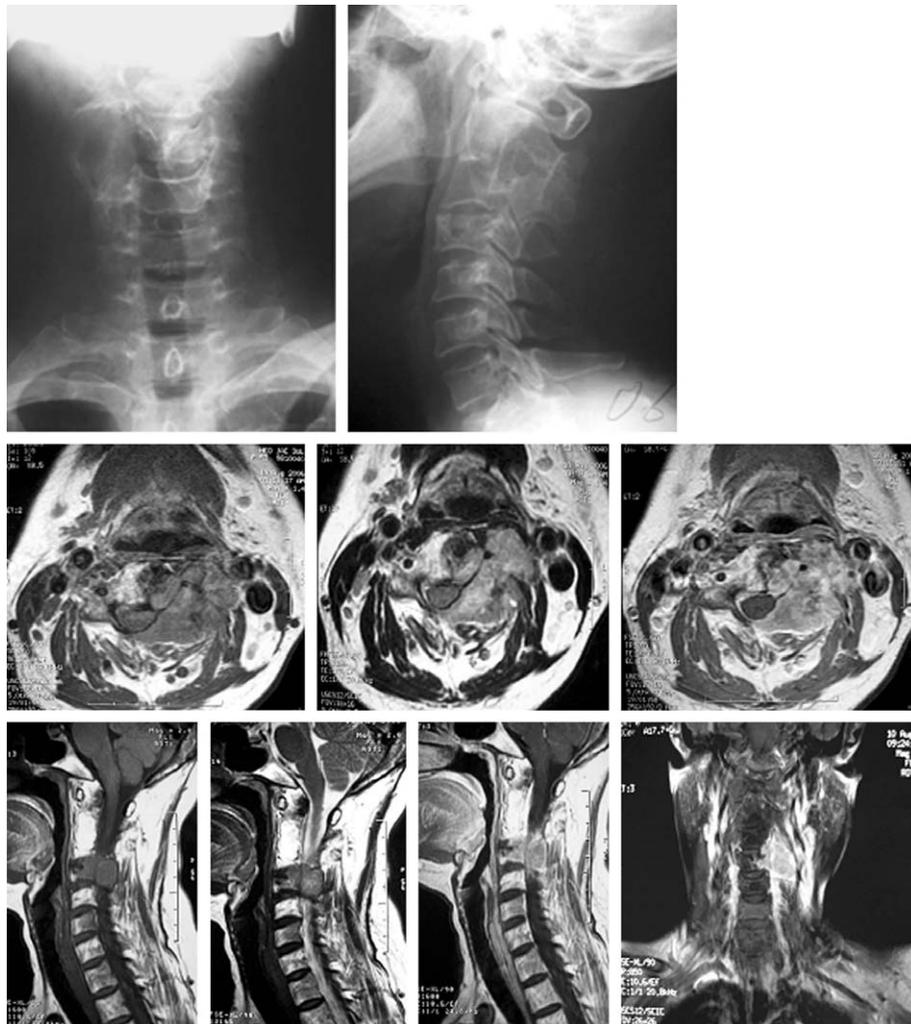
Pre OP C-spine X-ray & MR Image.
